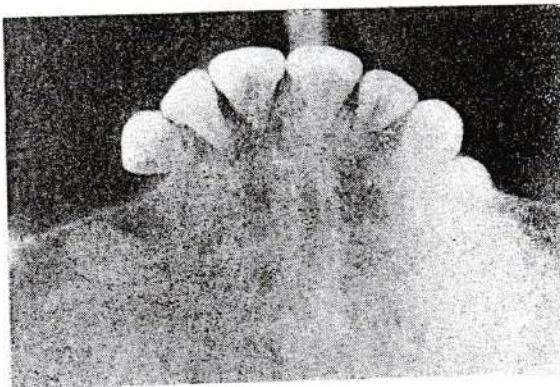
Radiografía oclusal que muestra la lesión osteolítica y el "soplado" de la tabla ósea.
